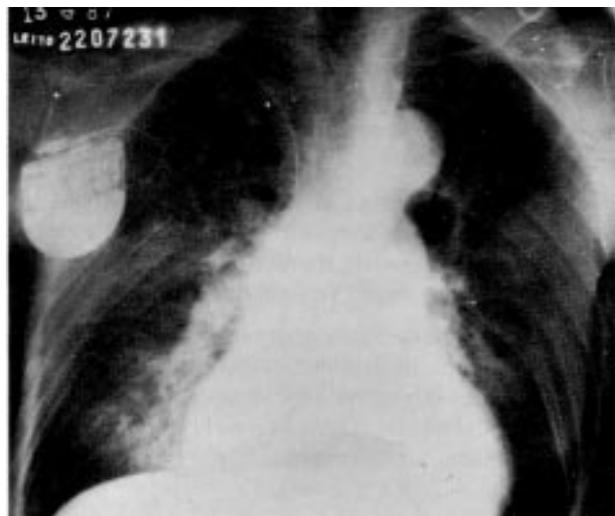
Radiografia do tórax em projeção pósterio-anterior - Cardiomegalia e congestão pulmonar; gerador de marcapasso em região sub-clavicular direita.
